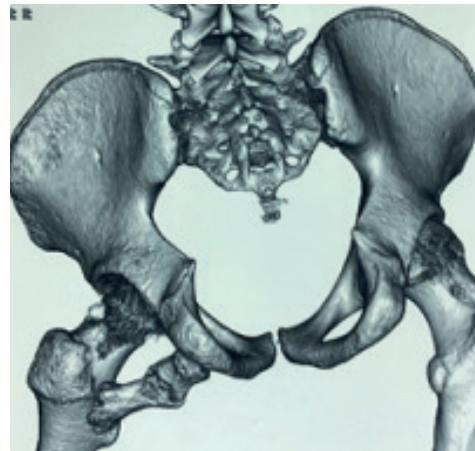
Tomografía con evidencia de lesión ósea tumoral. Ap. y posterior
